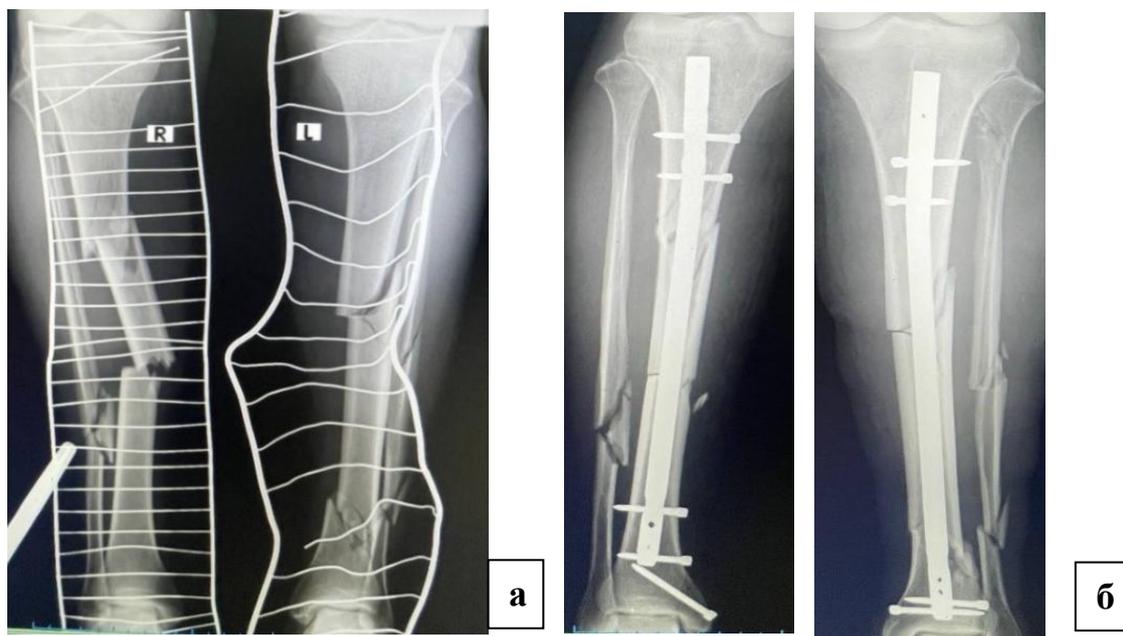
Снимки фоторентгенограммы.
